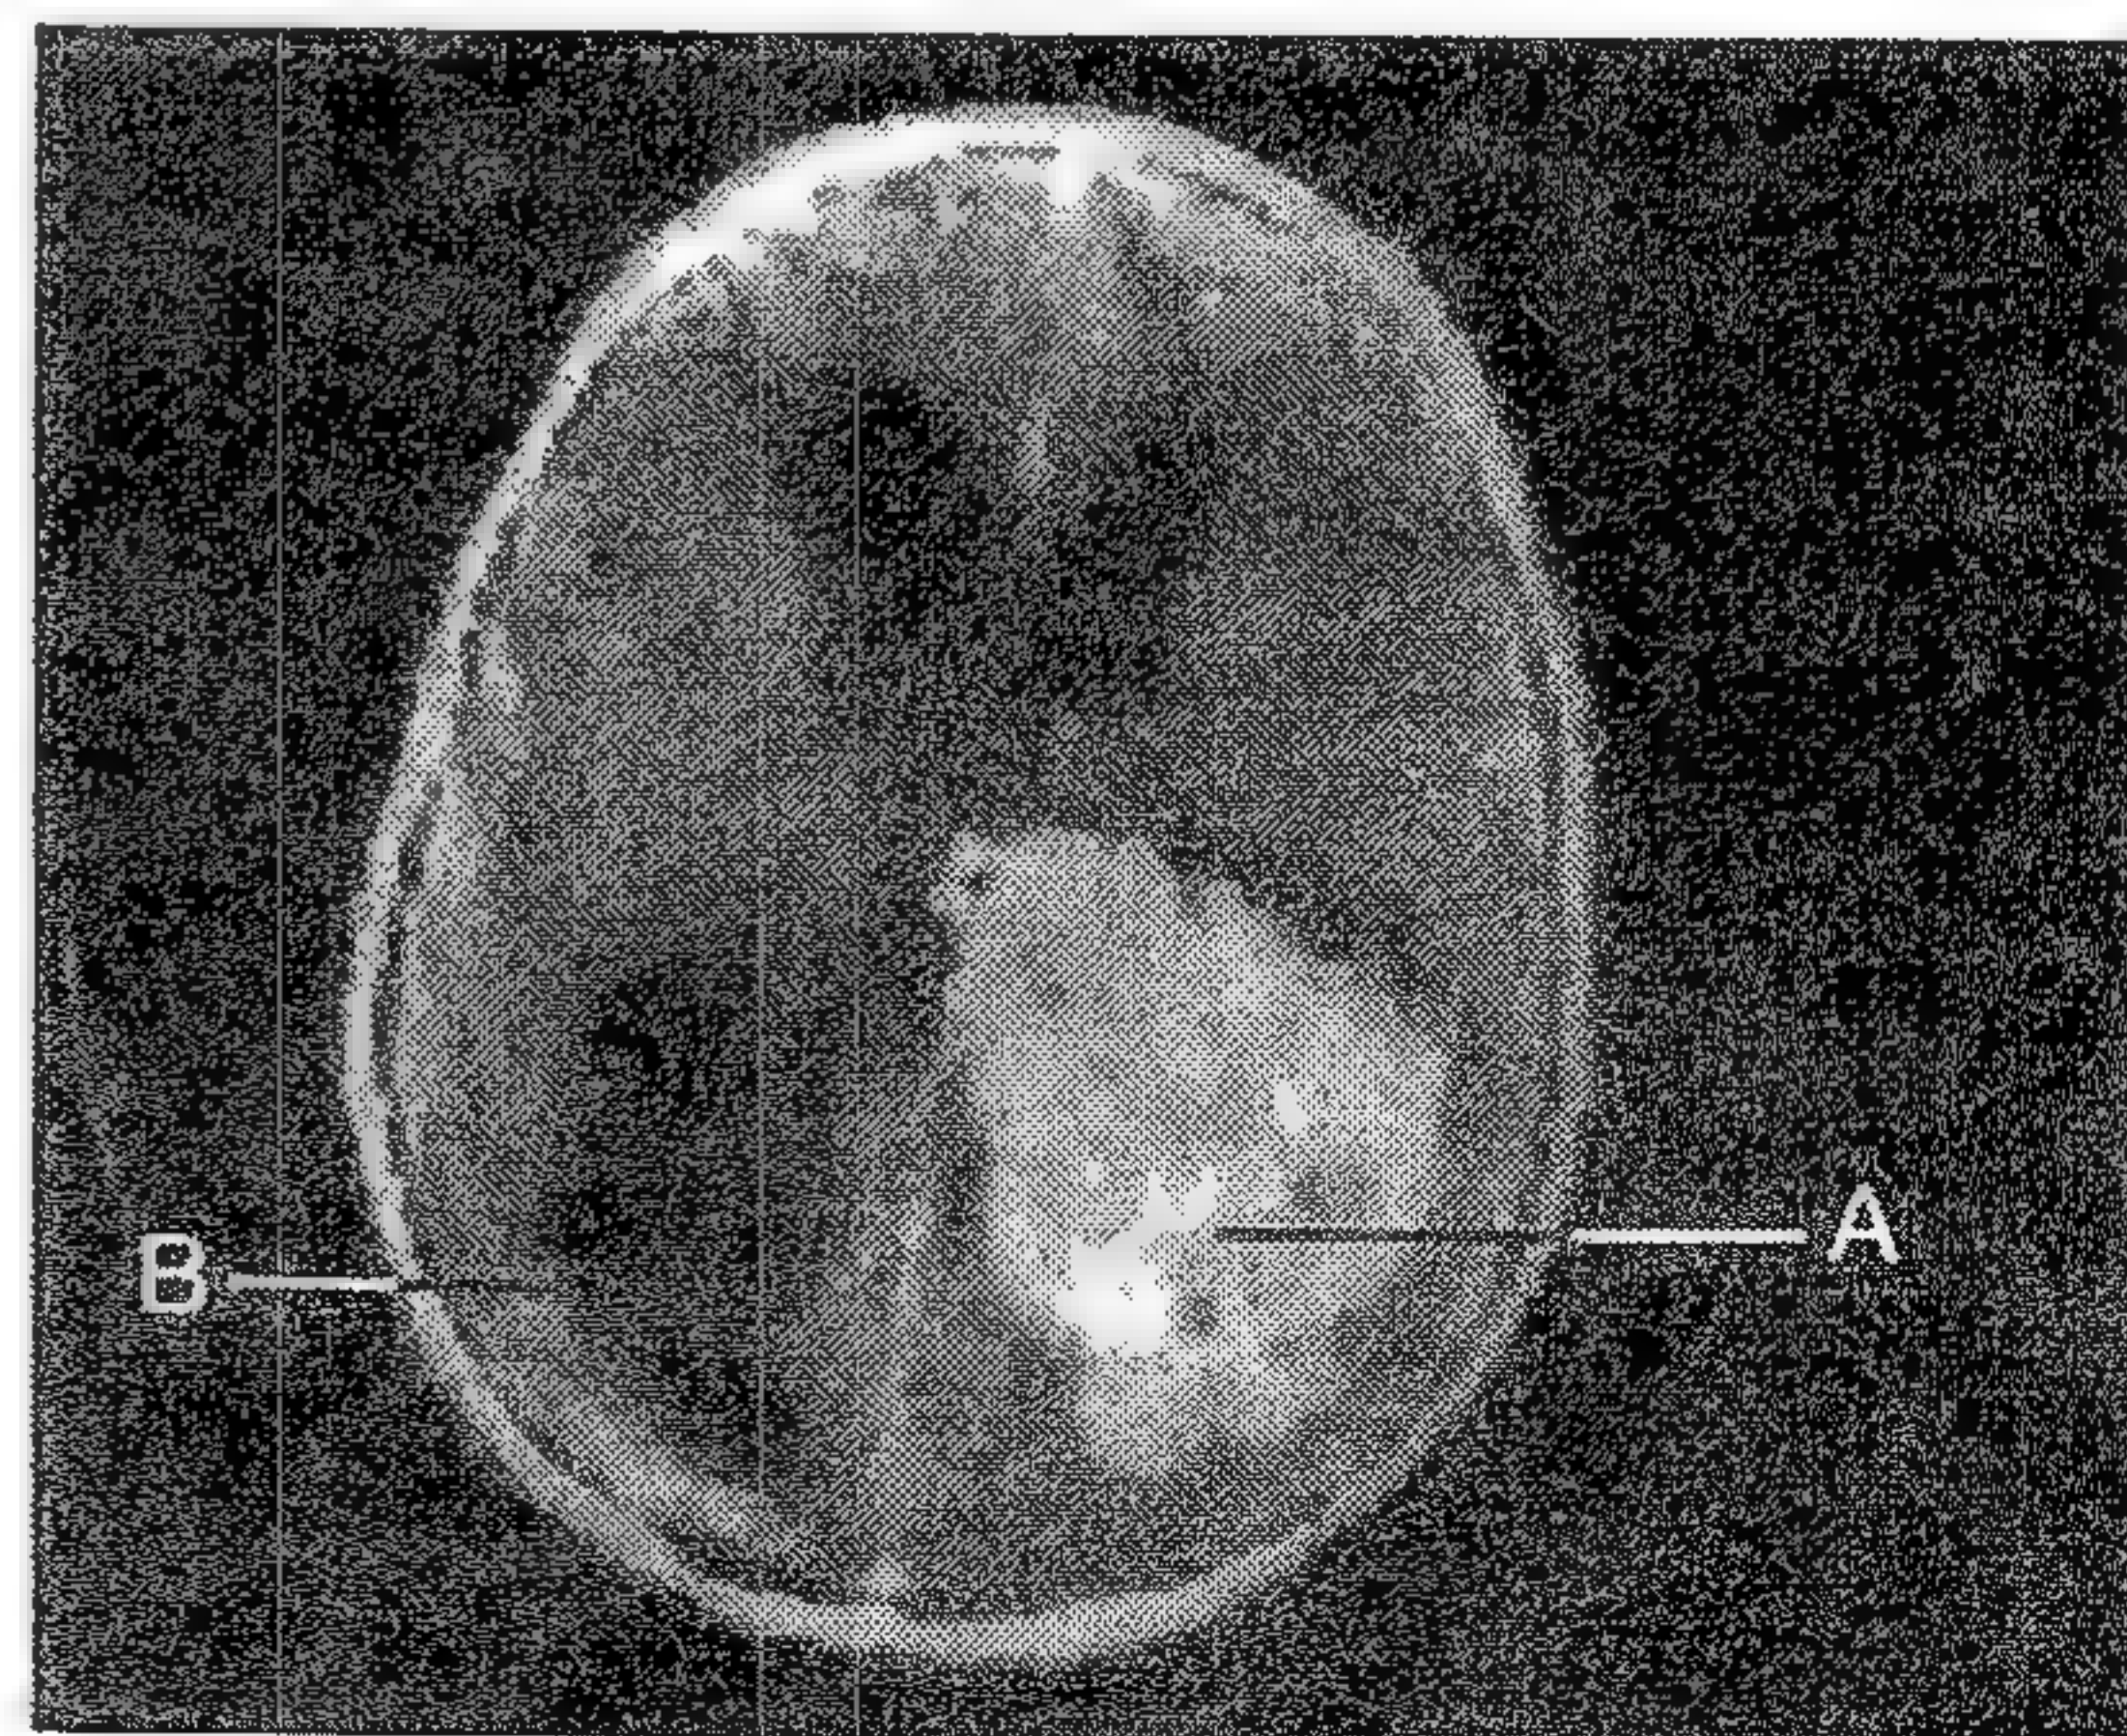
CT cu contrast ilustrând un papilom de plex coroid mare în ventriculul lateral drept (A). Hidrocefalia asociată (B).
